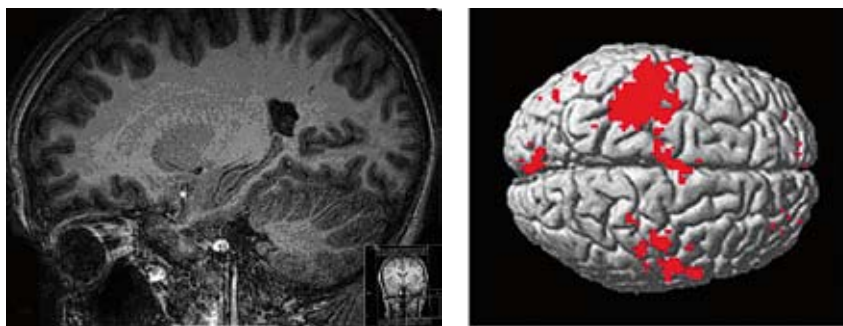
visar ytterligare en MRI-applikation; funktionell MRI (fMRI). Under de senaste 10-15 åren har fMRI snabbt utvecklats som en metod för att studera hur hjärnans olika funktionella system aktiveras som respons på att man utför olika aktiviteter. Vid Norrlands Universitetssjukhus (NUS) bedriver vi sedan ett 10-tal år ett flertal studier med fMRI (*Umea Center for Functional Brain Imaging; UFBI*; se <http://www.umeabrainimaging.com>).
